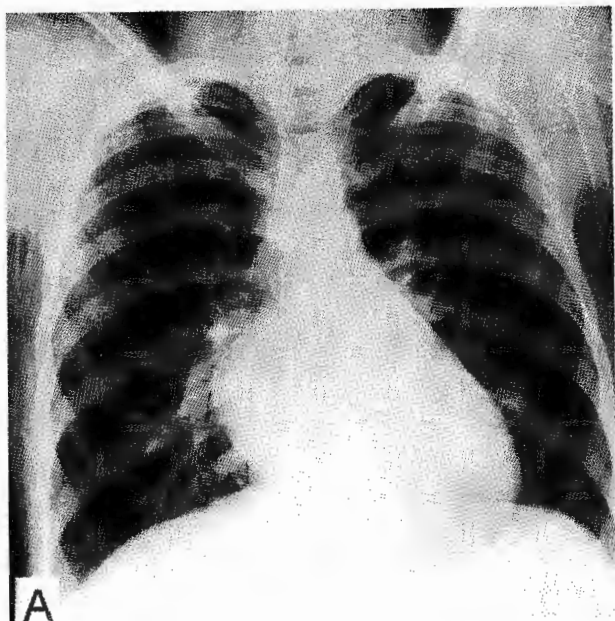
Radiografía frontal del caso 2. Muestra crecimiento por dilatación del ventrículo izquierdo; obsérvese el ápex desalojado hacia abajo y a la izquierda.
